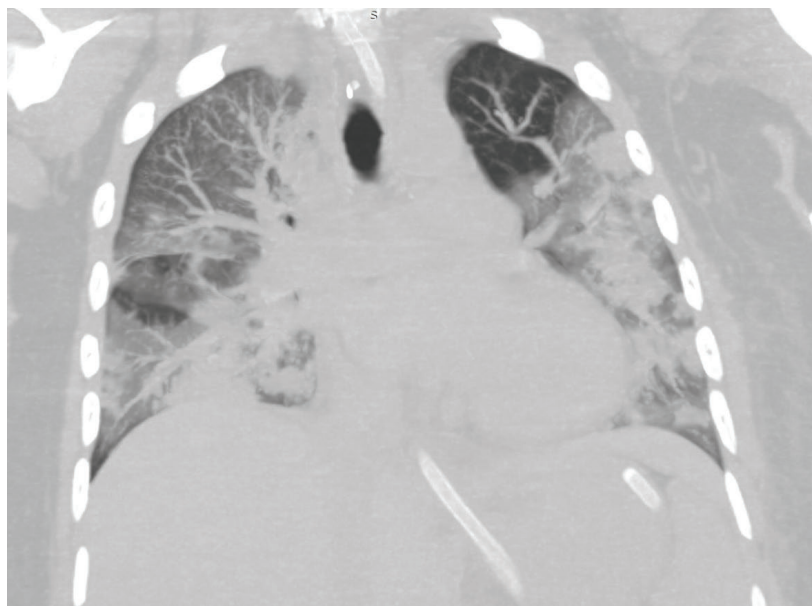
Компьютерная томография грудной клетки на ЭКМО на С0
